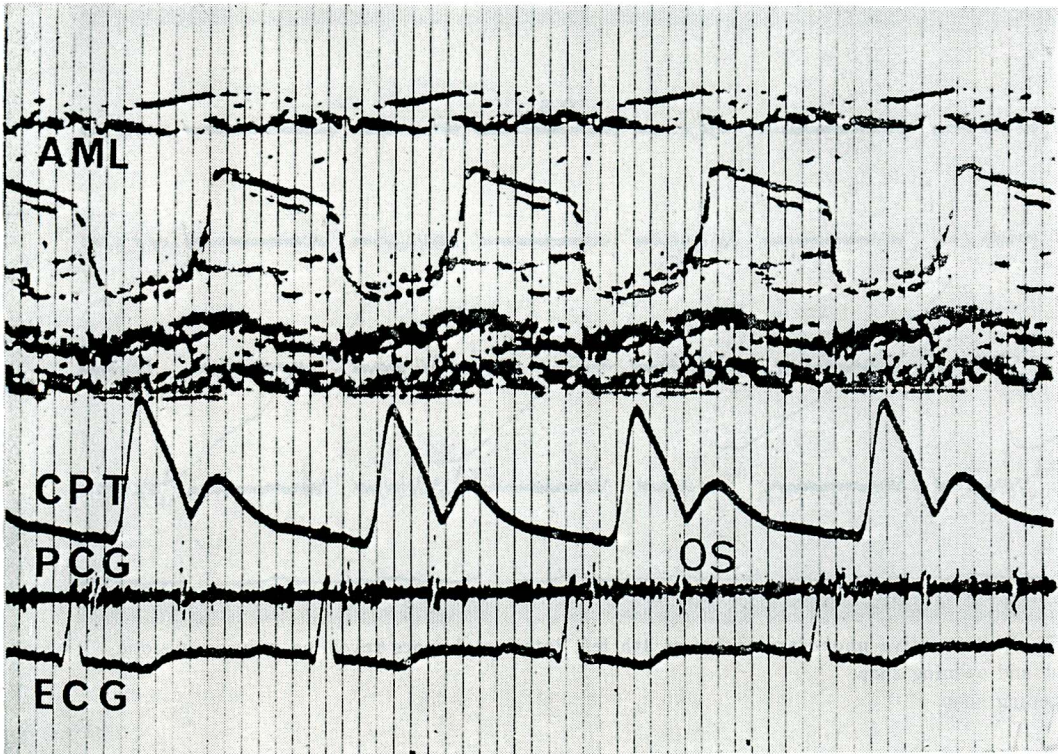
Simultaneous recording of echocardiogram and phonocardiogram showing the diastolic extra sound (OS) in accordance with mitral valve opening.
